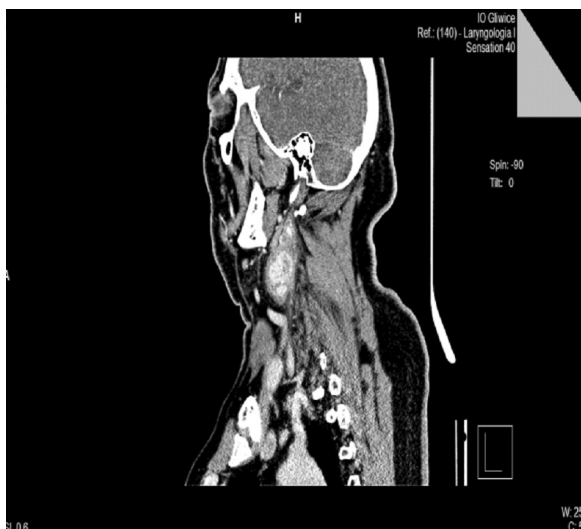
Obraz TK kłębczak tętnicy szyjnej lewej, stan po radioterapii (ojciec)
